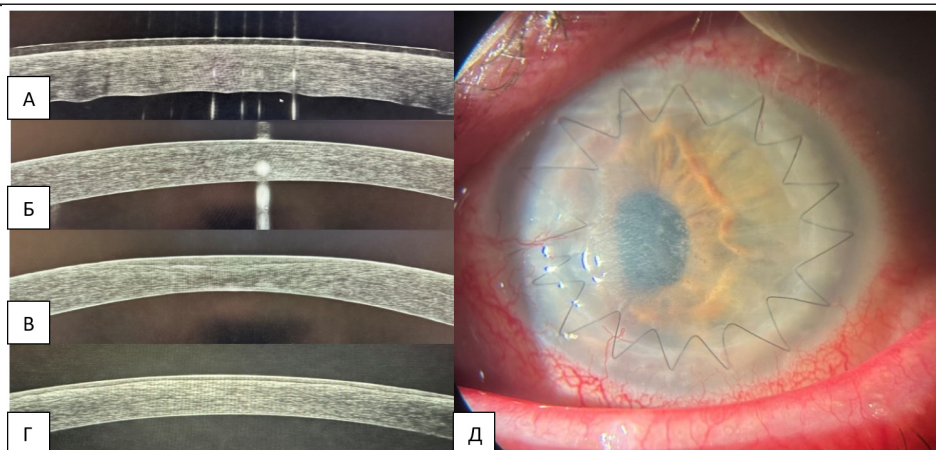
Состояние трансплантата роговицы пациента К. по данным оптической когерентной томографии и биомикроскопии
